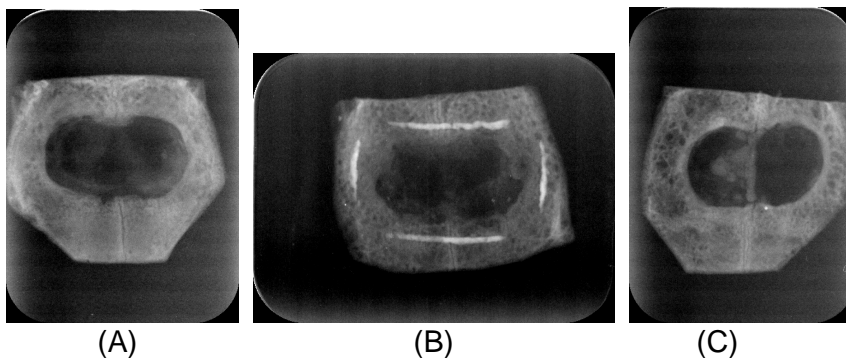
radiografia digital 30 dias após a cirurgia (A) Grupo A (Látex), (B) Grupo B (PTFE) e (C) Grupo C (Controle)
